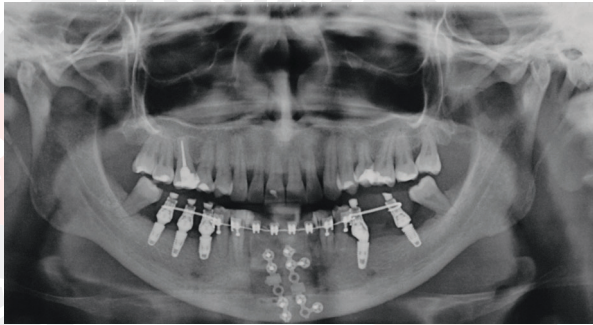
Radiografia panorâmica de controle no pós-operatório de sete dias.
